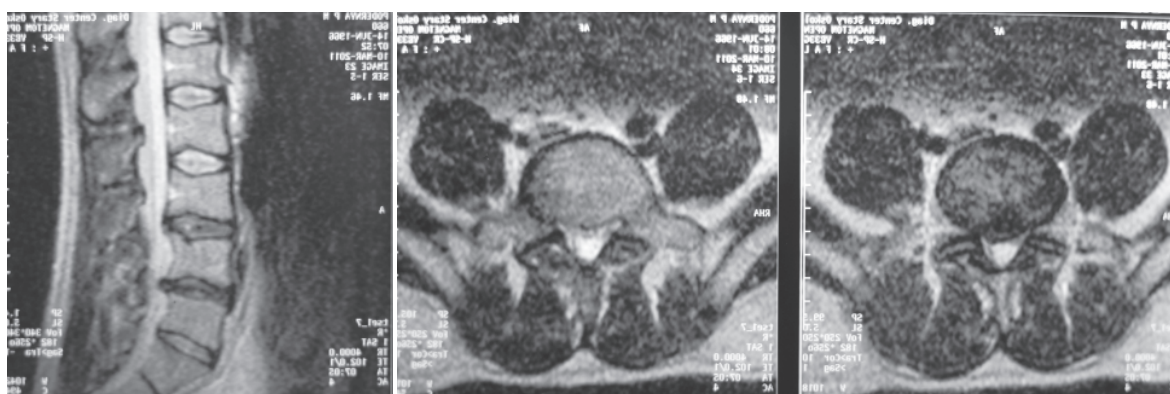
Больной П., МР-томограммы через 7 месяцев после дискэктомии на уровне L4–L5 с рецидивом грыжи на оперированном уровне, стойким компрессионным корешковым синдромом и нестабильностью сегмента L4–L5
